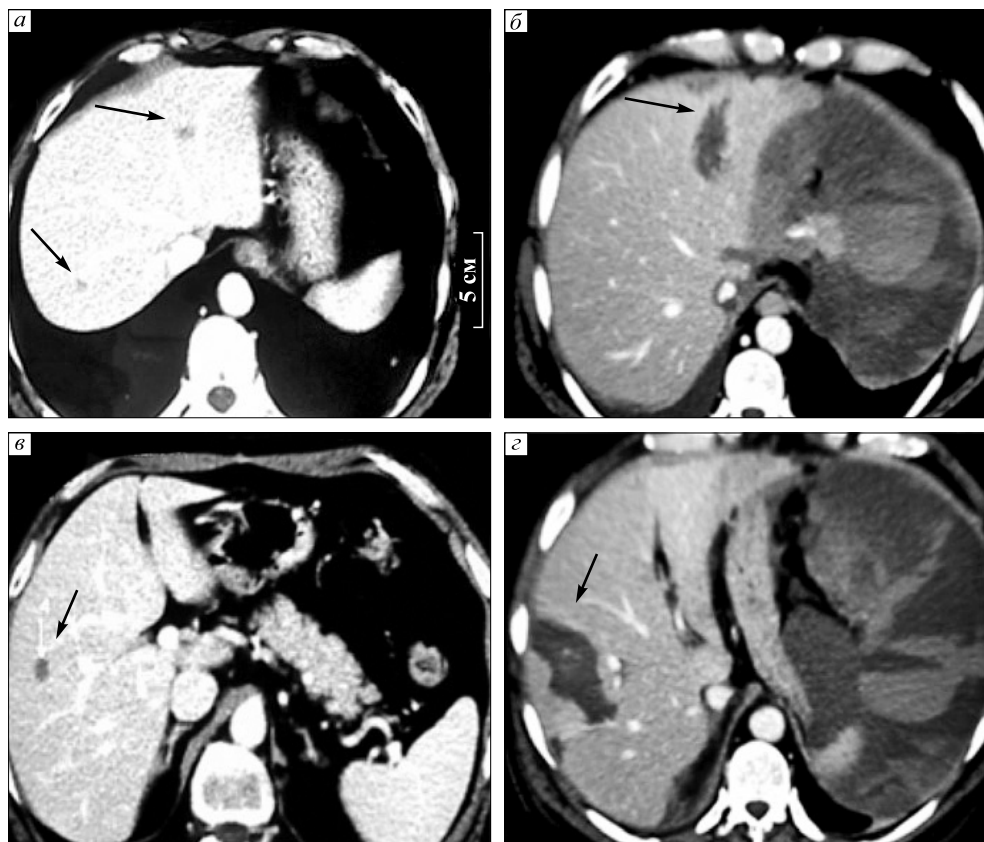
Ранние эффекты экстракорпоральной БНЗТ печени. КТ печени первого пациента: *а, в* – предоперационная КТ (стрелками показаны метастазы); *б, г* – КТ через 7 дней после лечения (стрелками показана некротическая трансформация метастазов) [462]
